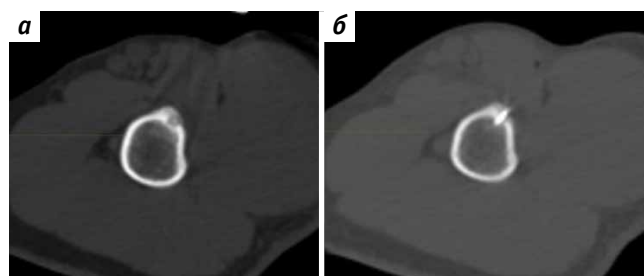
Компьютерные томограммы пациента К., 30 лет: а — картина новообразования (остеоид-остеома) бедренной кости; б — выполненный доступ
